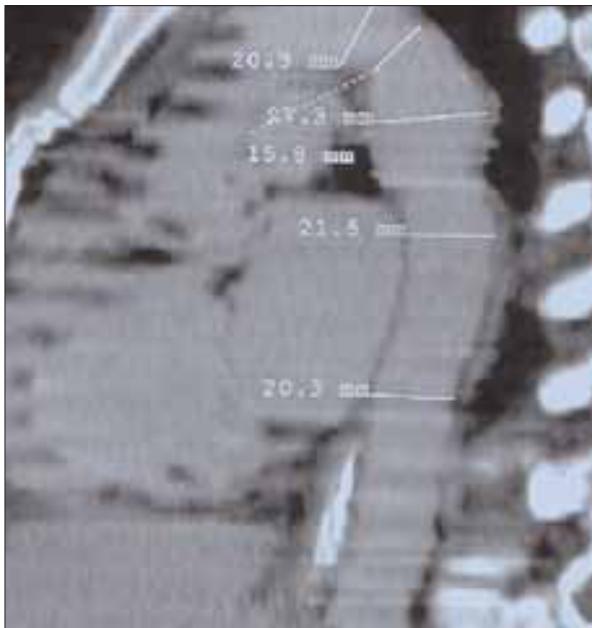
Reconstrucción vascular de angio-TAC para medir diámetros transversales a todos los niveles.
